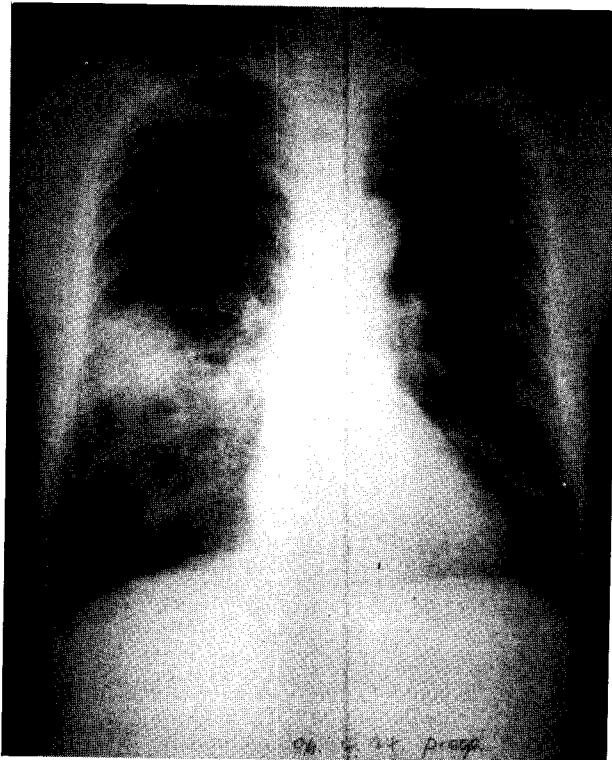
Preoperative chest x-ray shows ill defined huge mass in right lower lobe.
